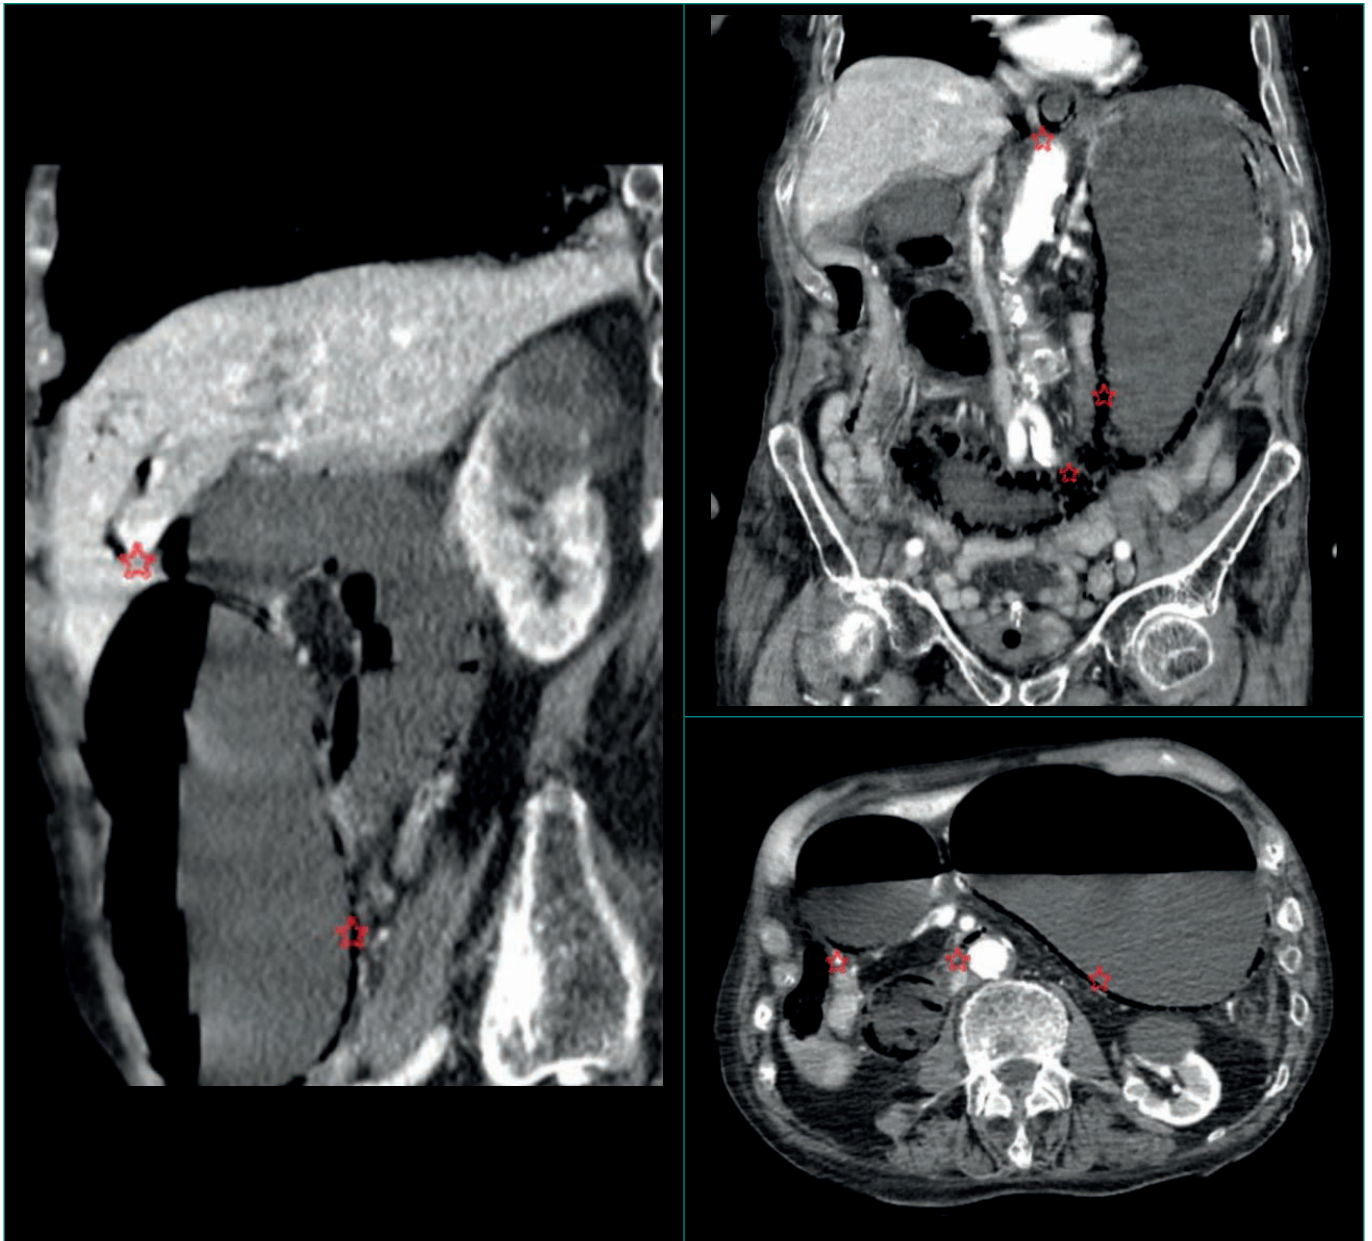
TC de abdomen con contraste que muestra distensión gástrica con extensión a esófago y segunda porción duodenal con contenido hidroaéreo, asociando neumatosis parietal de patrón difuso, e imágenes aéreas subhepática, compatibles con neumatosis portal.
